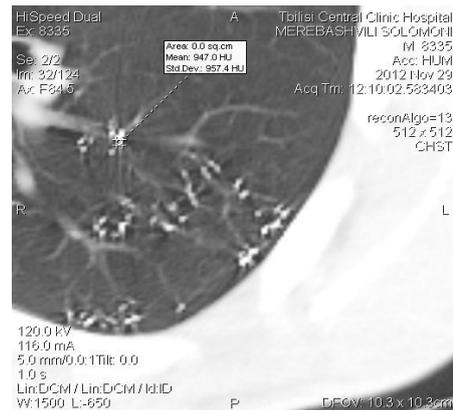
CT, axial plane, lung window. Density of parenchymal foci – 947 HU.
